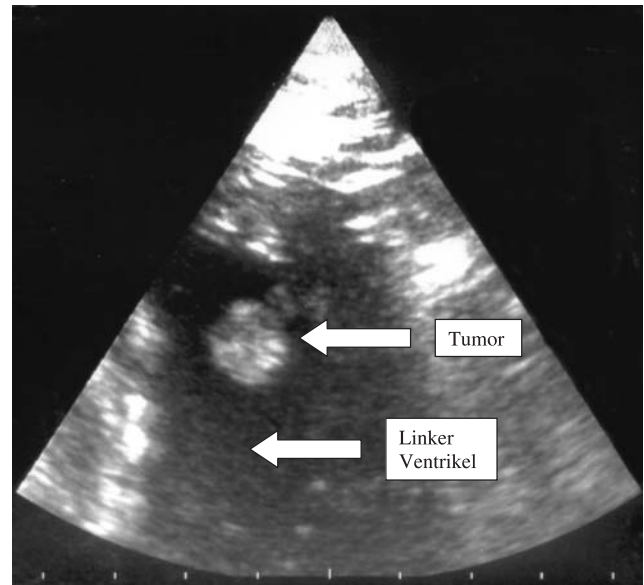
Gestielter Tumor im linken Ventrikel (zweidimensionale transthorakale Echokardiographie, apikaler 2-Kammer-Blick)
